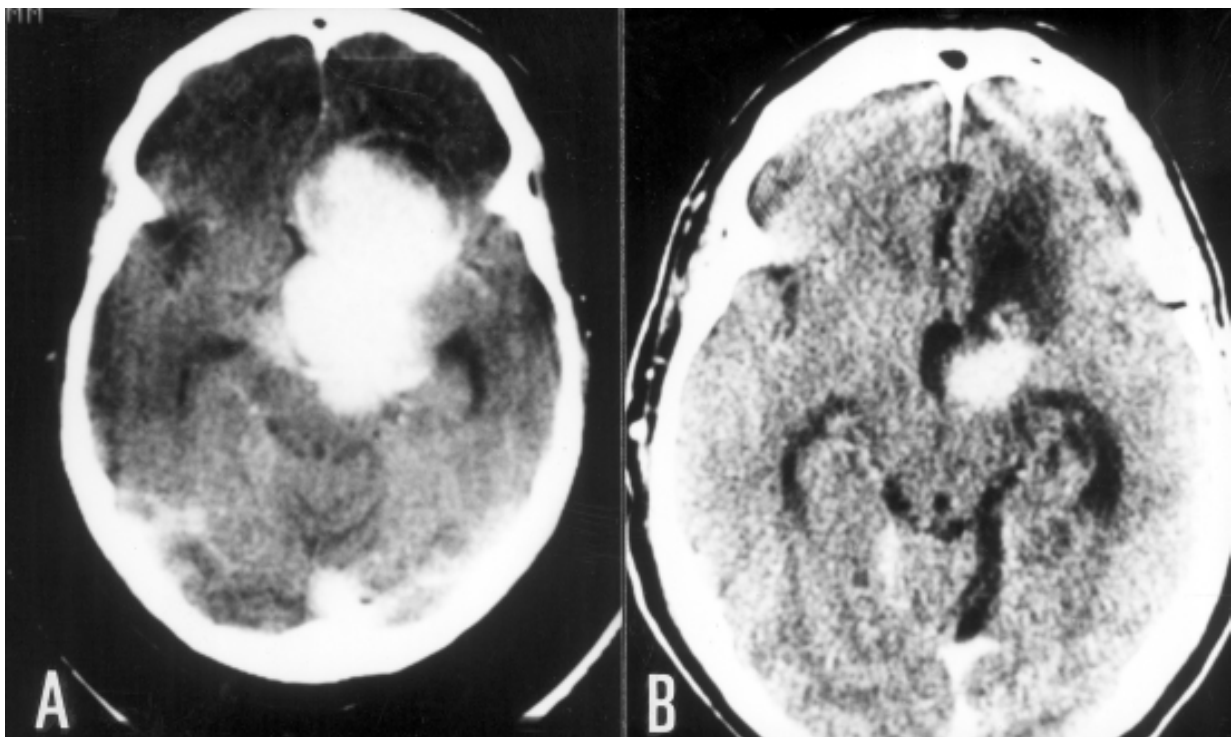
A: tomografia computadorizada mostrando volumoso adenoma hipofisário com invasão subfrontal, temporal e compressão do tronco cerebral. B: tomografia após craniotomia orbitozigomática mostrando pequena lesão residual.
